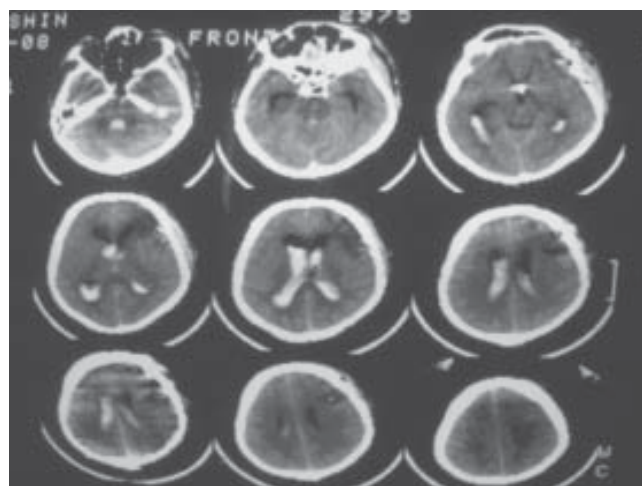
Компьютерная томография мозга до проведения фибринолиза
